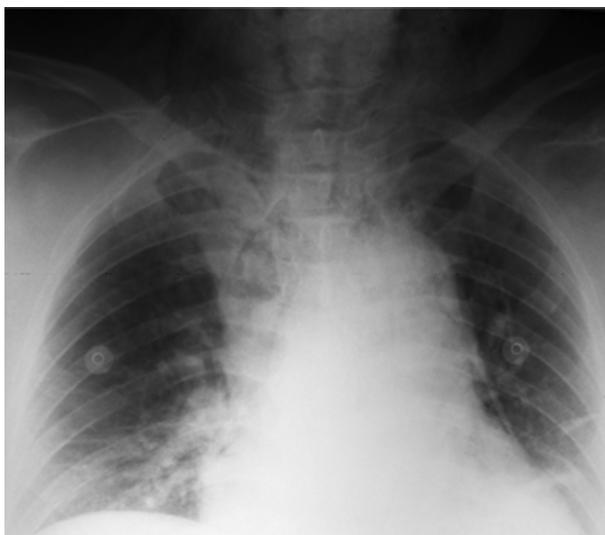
Рентгенография груди больной Ш. через один час после окончания оперативного вмешательства
